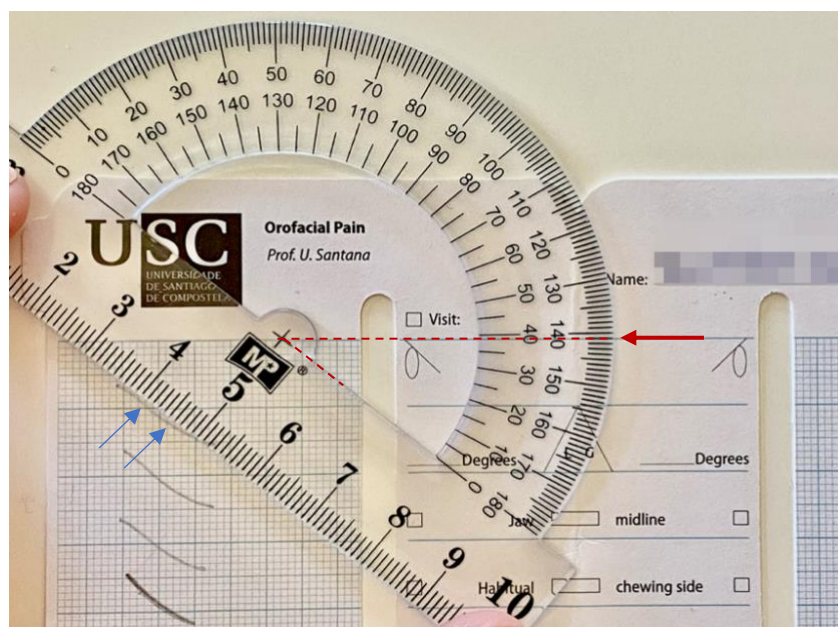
Mediciones del ángulo de la trayectoria condílea (TC; ángulo derecho) en el plano parasagital, respecto al plano de Frankfurt. El goniómetro se sitúa en la tangente a la porción de la TC en el trayecto de lateralidad hacia el lado opuesto. Se mide 3-4 mm de recorrido (entre ambas flechas negras). El centro del goniómetro debe coincidir con una de las líneas horizontales (plano de Frankfurt). En este caso, el ángulo de la TC es de 39° (Figura de elaboración propia).
